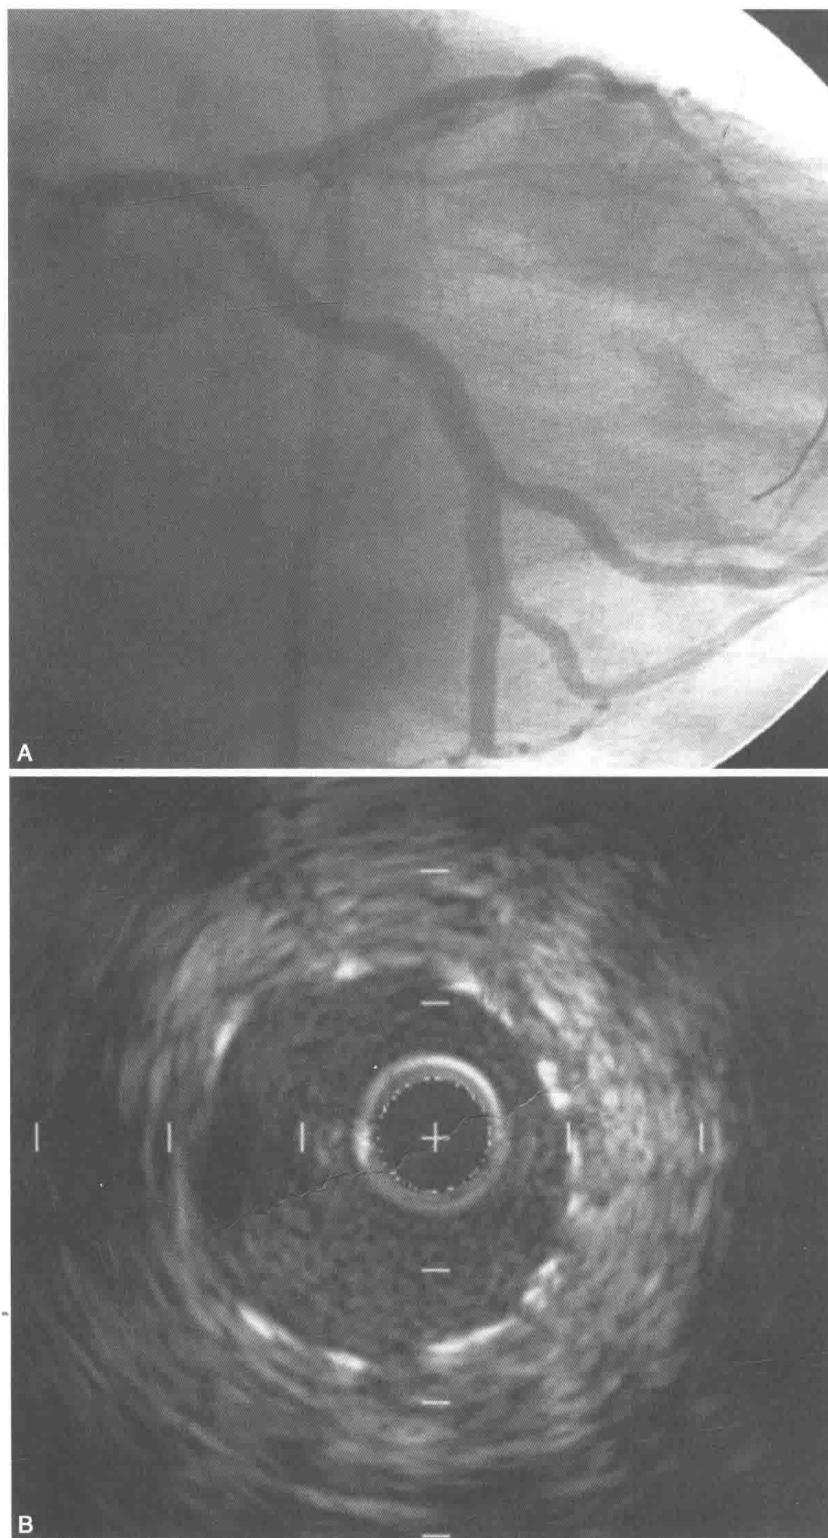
第二次再狭窄后,植人  $3.0\text{mm}\times30\text{mm}$  佐他莫司涂层支架的造影结果(A)和血管内超声影像(B)
